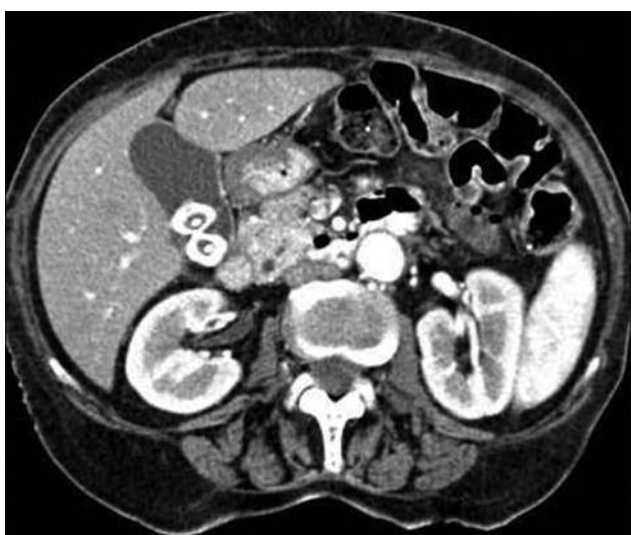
Компьютерные томограммы брюшной полости. Желчнокаменная болезнь, камни в желчном пузыре
